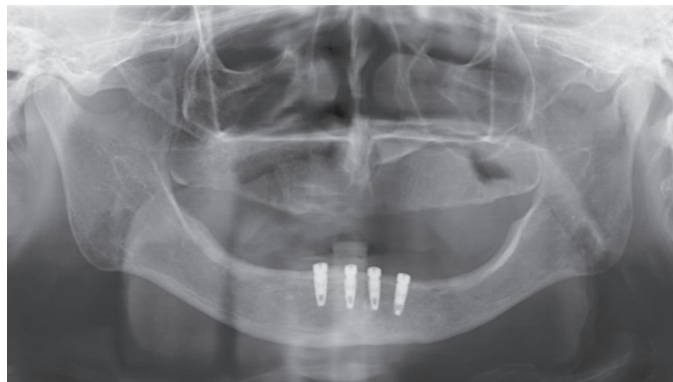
Panoramic radiograph after implant surgery.
